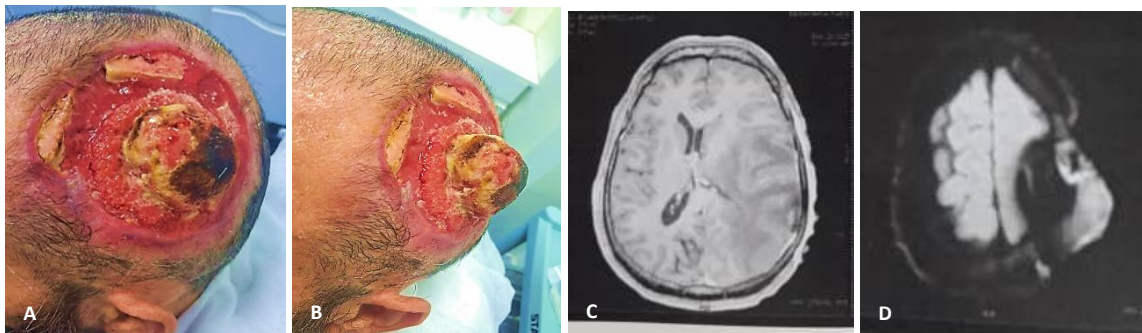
En (A) Lésion ulcero bourgeonnante pariétale gauche sans extension endocrânienne sur la TDM 3D en ( B) coupe axial en (C)*
